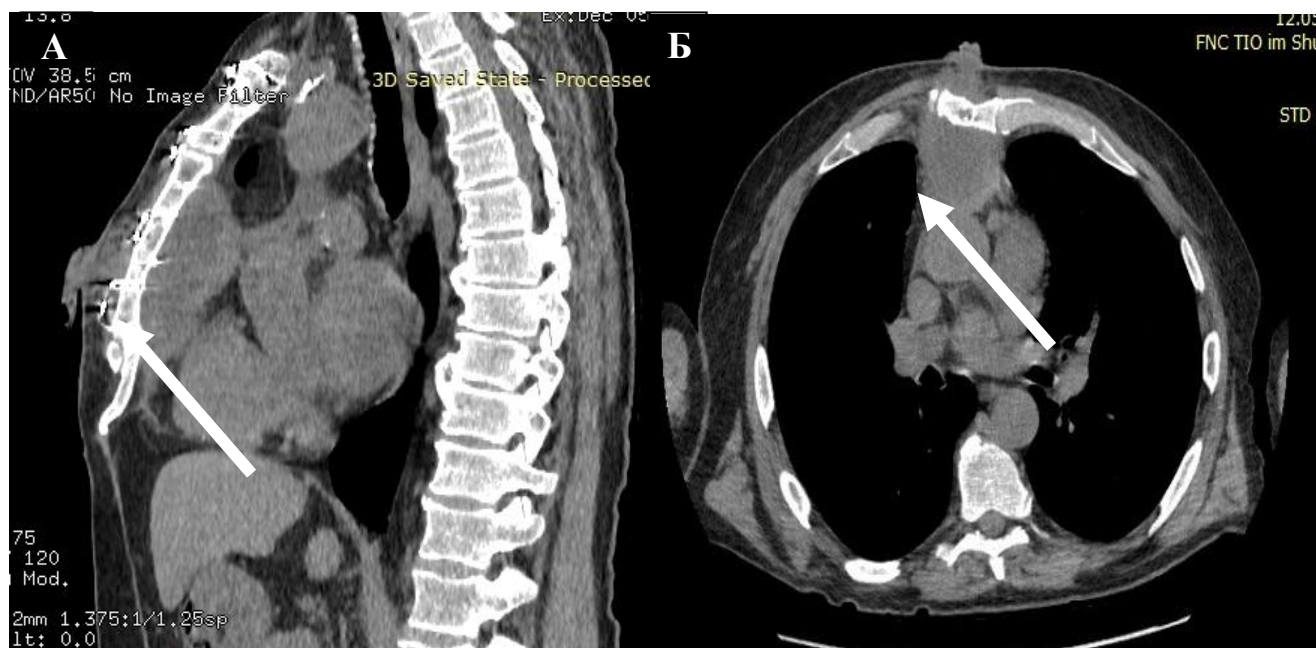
Мультиспиральная компьютерная томография свищевой формы стерномедиастинита. Ретростернальный абсцесс: А — боковая проекция; Б — сагитальная проекция. Стрелками указан ретростернальный абсцесс в загрудинной клетчатке
